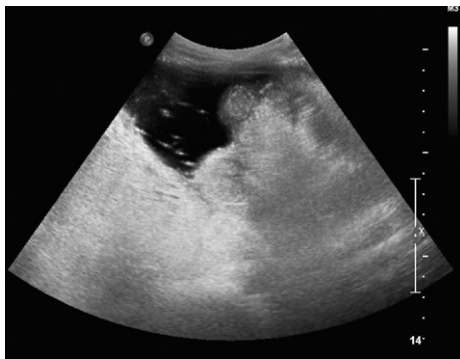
Ecografía de abdomen, zona de flanco derecho.
